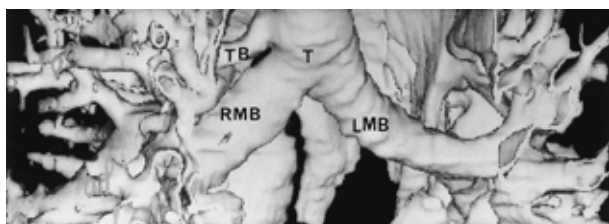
Chest spiral CT film, showing an anomalous ectopic bronchus arising from the right lateral wall of the trachea above the carina. LMB: left main bronchus, RMB: right main bronchus, T: trachea, TB: tracheal bronchus.
